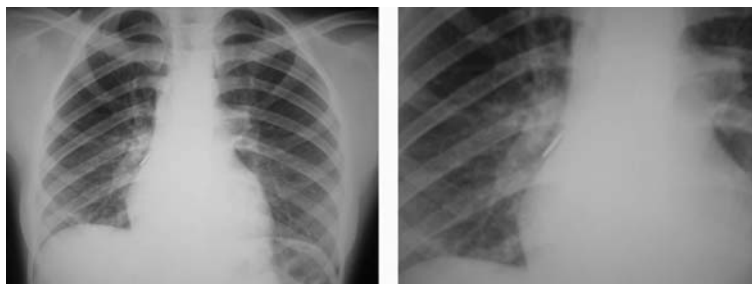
Рентгенография органов грудной клетки ребенка П., 13 лет.
